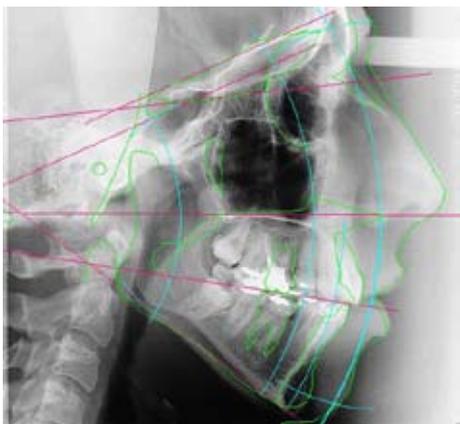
Telerradiografia em norma lateral pós-tratamento com Traçado de Sassouni.
